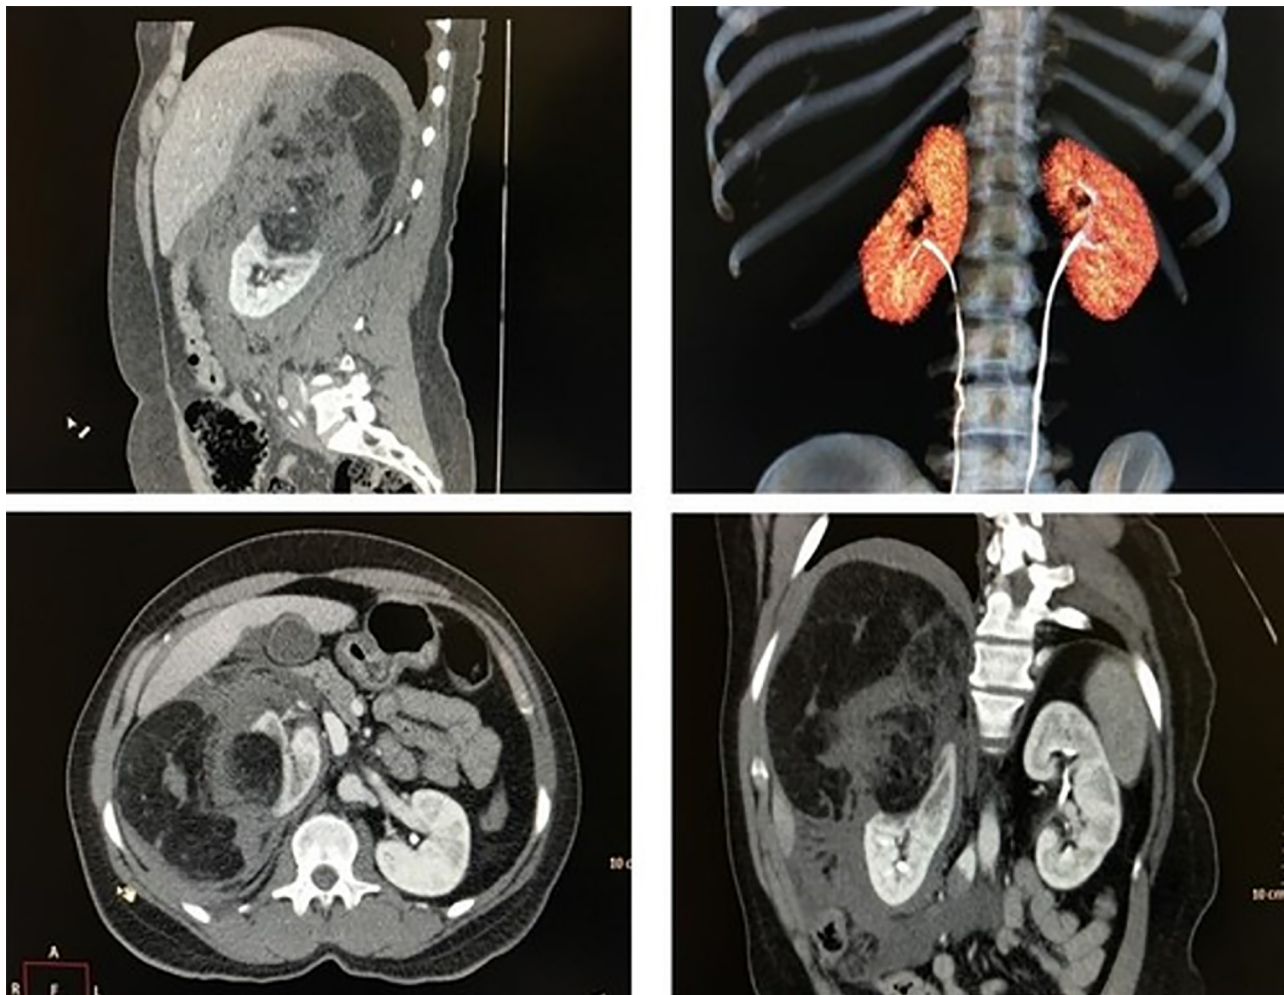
Tomografia computadorizada multislice com contraste venoso cortes axial, coronal, sagital e reconstrução volumétrica em 3D: Massa heterogênea de origem renal, apresentando captação após contraste venoso em componente de partes moles, de limites bem definidos, associada a hematoma perirrenal - hipótese sugerida de angiomiolipoma renal com ruptura espontânea.
